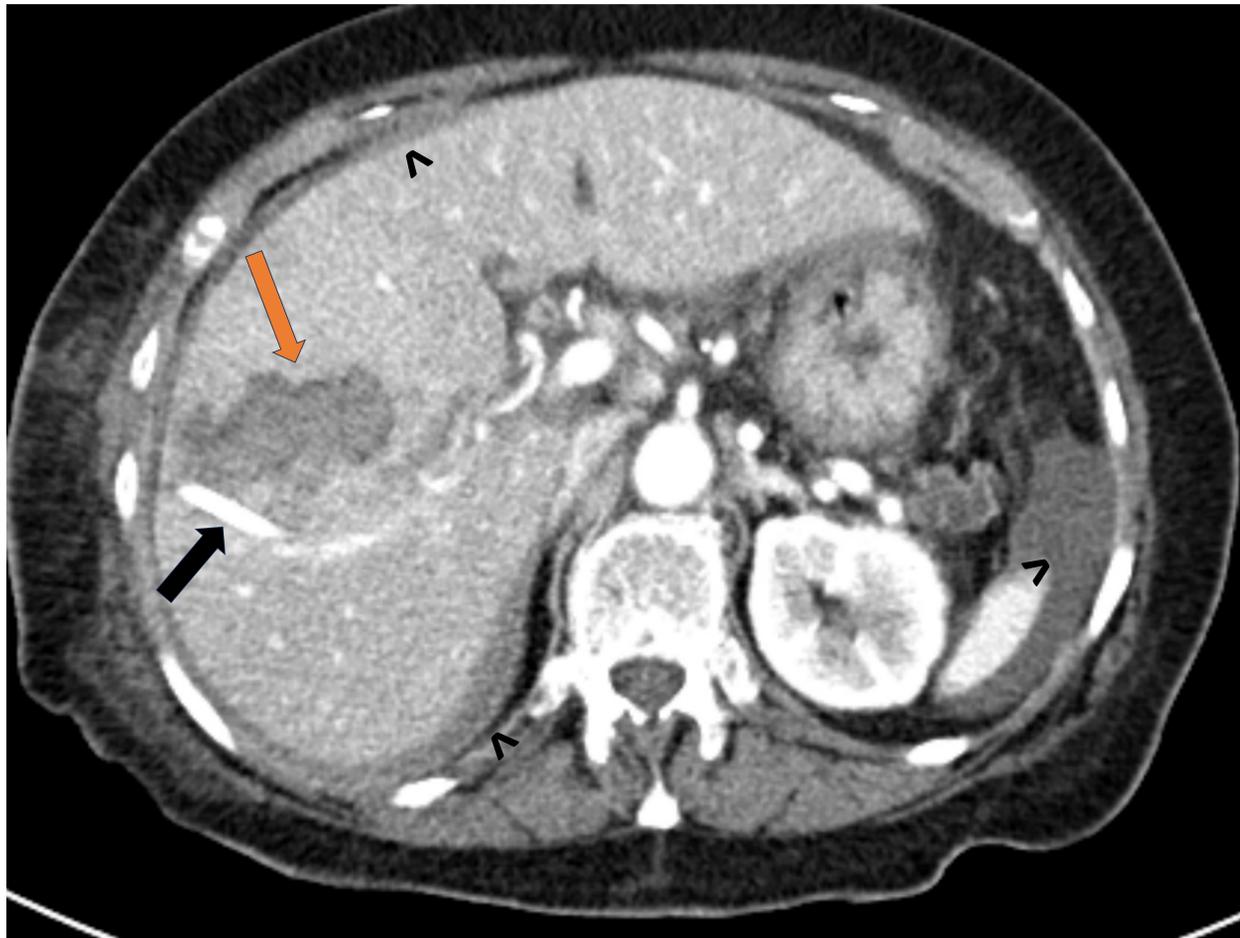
Paciente de 89 años al cual se le realiza un drenaje biliar intra extrahepático, comienza con empeoramiento clínico y analítico, con una progresiva anemia. Se realiza TC con contraste, objetivando una colección intrahepática en segmento VIII (flecha naranja), adyacente al catéter de drenaje (flecha negra). Esta colección es de bordes escasamente delimitados y heterogénea, observando un contenido más hiperdenso en la porción más declive. Hallazgos que dado el contexto clínico es sugestivo de hematoma intraparenquimatoso. Líquido libre perihepático, subesplénico y en gotiera parietocólica izquierda (^).
